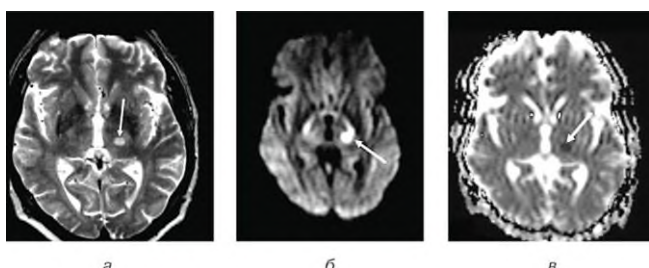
МРТ головного мозга пациента спустя 60 час от начала инсульта: а – в T2-взвешенном аксиальном срезе визуализируется гиперинтенсивный очаг (показан стрелкой), что свидетельствует об инфаркте центральной территории левого таламуса; б – в DW-изображении (аксиальная проекция) определяется гиперинтенсивный яркий очаг в таламусе слева (показан стрелкой), что подтверждает диагноз таламического инфаркта; в – на карте диффузии выявлен гипоинтенсивный темный очаг таламического инфаркта слева (показан стрелкой) со сниженным коэффициентом диффузии [Яворская В.А. и др., 2009; Виничук С.М. и др., 2011]
